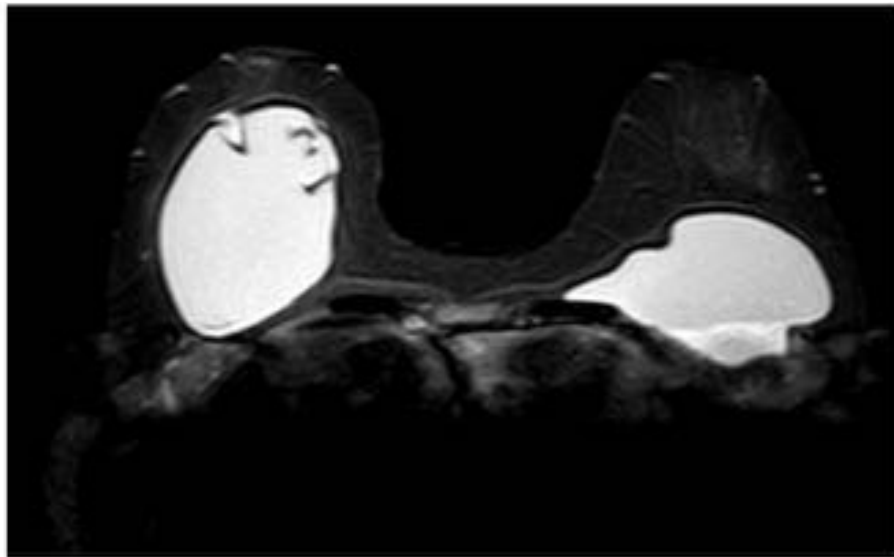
Imágenes de RM en secuencias axiales (arriba) y sagitales (abajo) con supresión de grasa y agua (STIR-FLAIR). La prótesis derecha muestra una morfología anómala, con esferización y eje mayor anteroposterior, congruentes con la contractura capsular clínica que presentaba la paciente. La prótesis izquierda muestra características morfoestructurales anodinas, con preservación de su forma discoidea normal.
